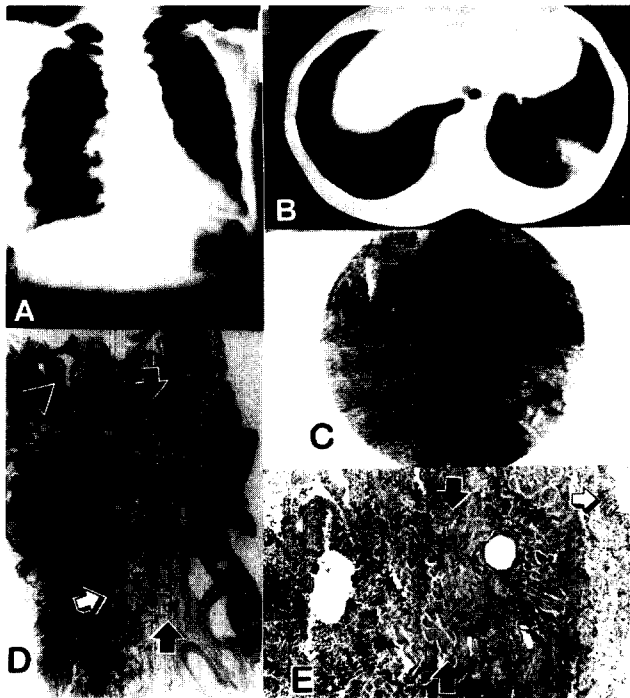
Intralobar sequestration, LLL. A. Chest film show the haziness behind cardiac silhouette. B. CT scan reveals diffuse collapsed left lower lobe. C. Aortogram demonstrates the anomalous artery form thoracic aorta. D. There is a cystic lesion of the sequestration of intralobar type(right), which is seperated by fibrous wall (arrow) revealing prominently dilated vessels (arrow head) from the collapsed atelectatic lung (open arrow) in the left half. E. On higher magnification, there is thick fibrous wall (arrow) between the atelectatic parenchyme(left) and the cystic lesion of the sequestration, the right side, which is lined by pseudostratified ciliated tall colummnar epitherium (open arrow)
